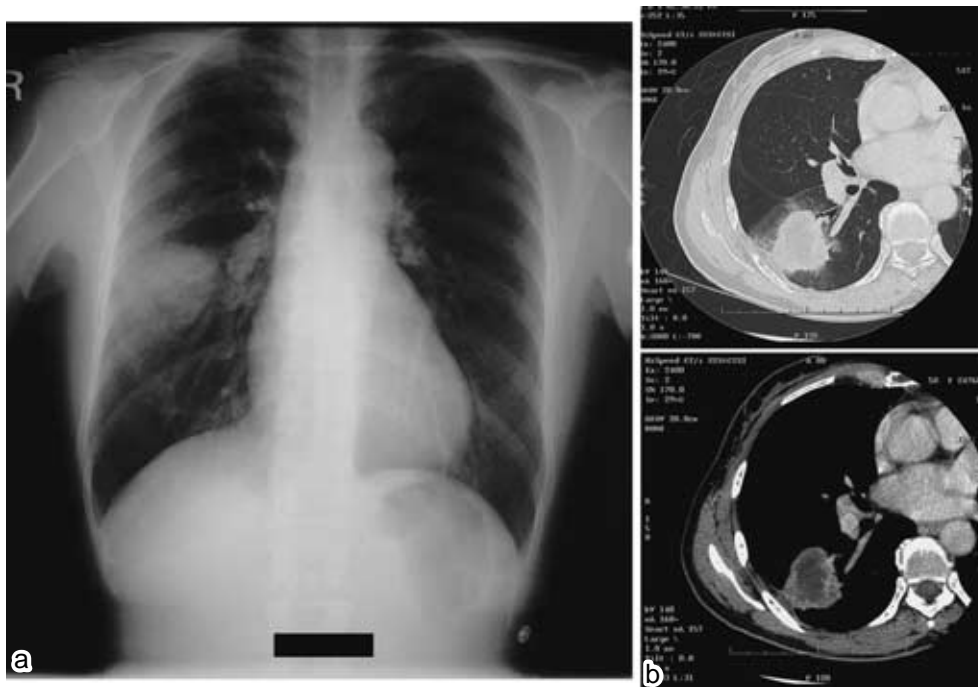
(a) Chest X-ray on admission,(b) Thoracic CT on admission
